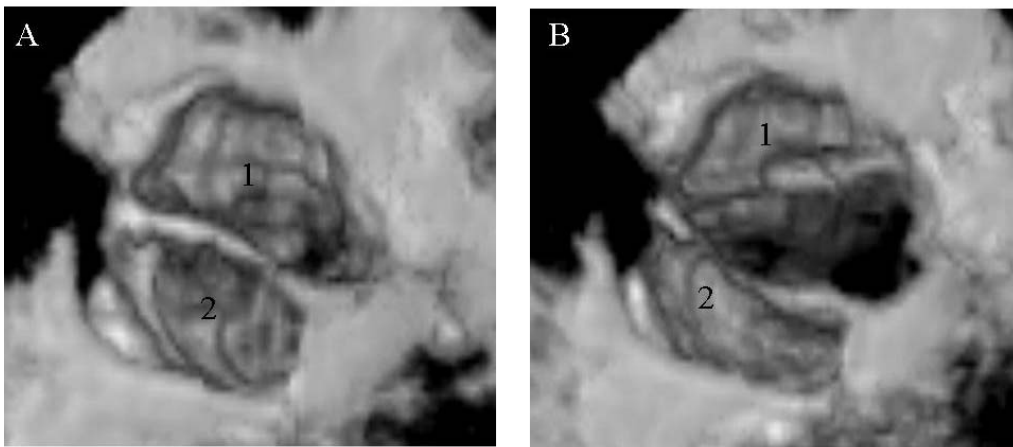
Aorta bivalva por USG tridimensional caso 4. a) válvula en diástole.
